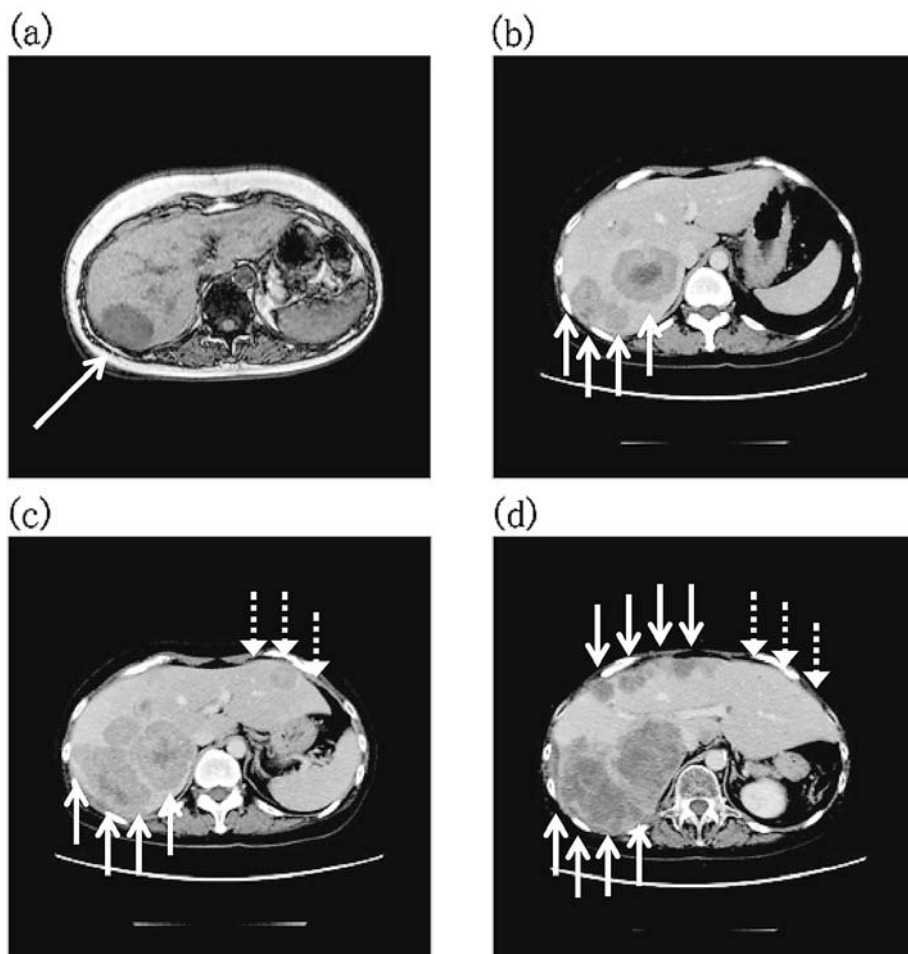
術後、肝転移巣評価目的のMRIで転移巣の増大を認めた (a: 図中矢印).
